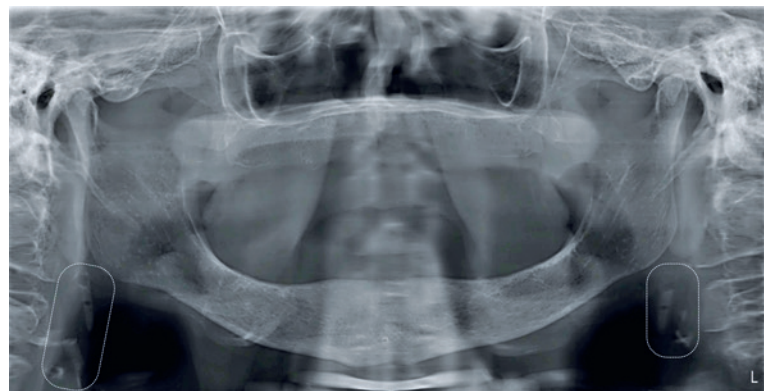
Radiografia panorâmica apresentando áreas de calcificações em regiões de tecido mole, na altura das vértebras C3 e C4, bilateralmente
